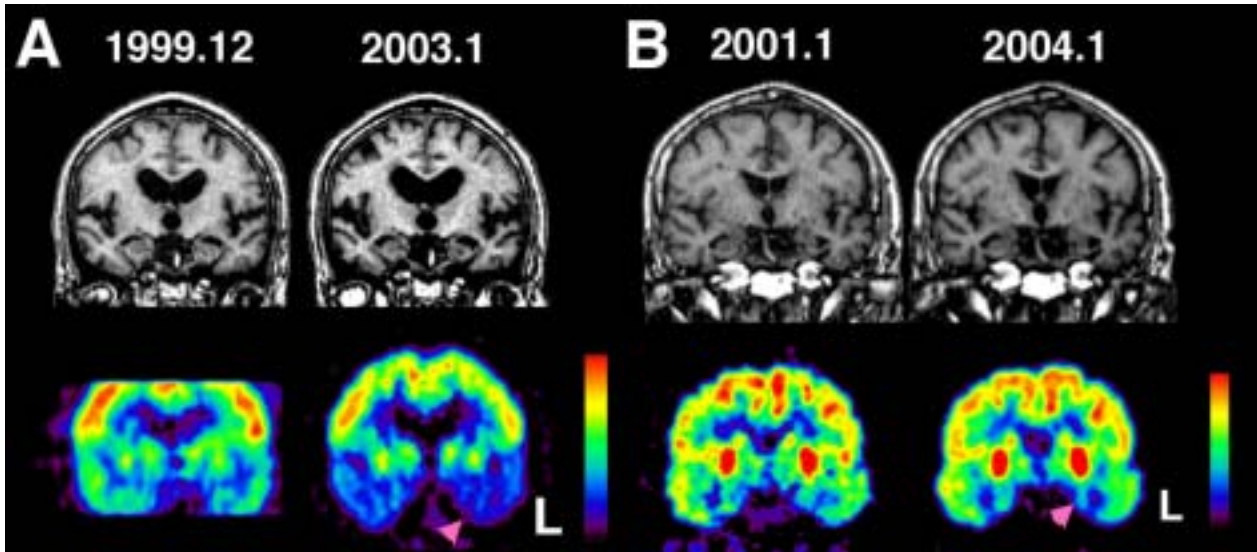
健忘症状で発症した変性型痴呆症の経時的変化。上段にMRI、下段にFDG-PETを示す。A:発症時75歳男性。3年後には両側側頭葉の著名な代謝低下が認められる。臨床診断アルツハイマー病。B:発症時82歳女性。3年後でも側頭葉内側の限局した代謝低下のみ。臨床診断 Grain Dementia。
